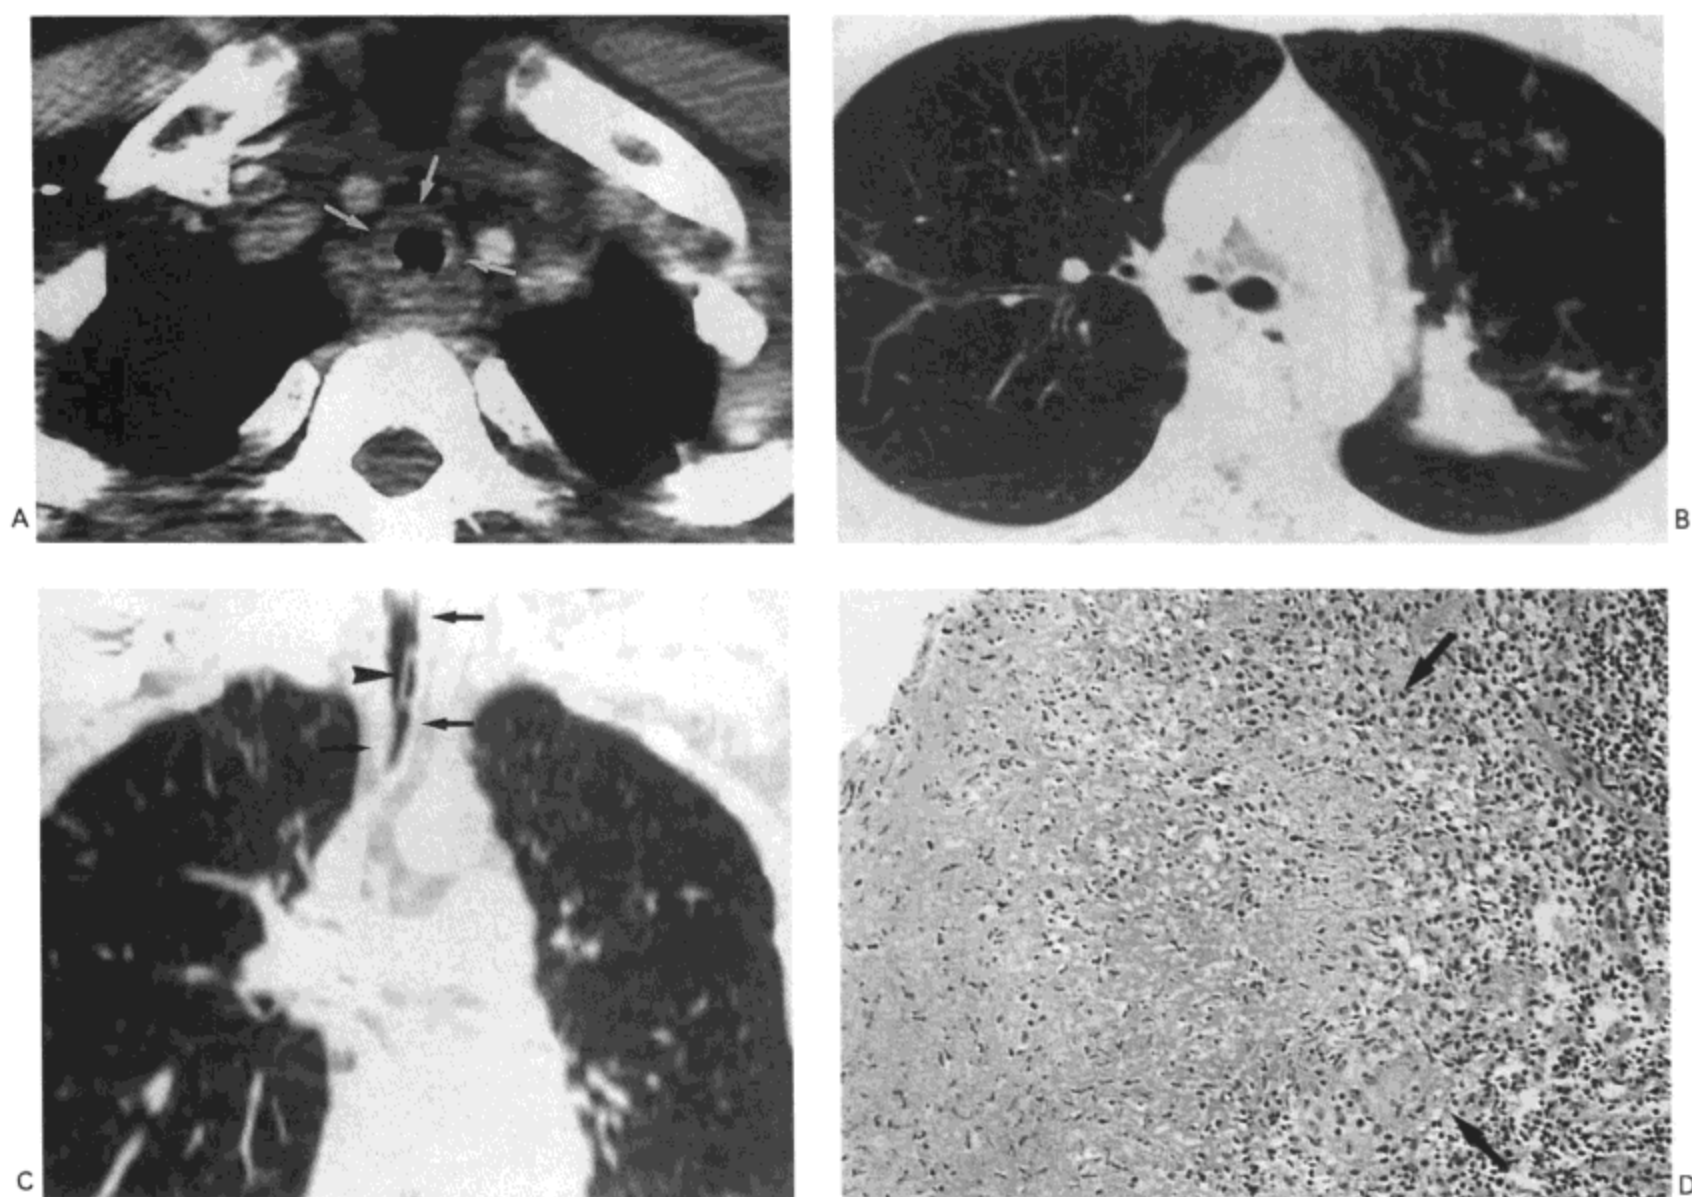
活动性气管结核。A: 胸廓入口水平增强 CT 影像 (3mm 层厚) 示气管壁环形增厚 (箭号)。B: 奇静脉弓水平影像示右主支气管显著狭窄以及双肺上叶肺实质内的结核病灶。C: 螺旋 CT 数据冠状重组像示整个气管明显狭窄, 伴气管壁增厚 (箭号)。管腔内的假膜 (箭头) 表现明显。双上肺也可见到符合结核的病灶。D: 气管活检标本的光镜显微照像示坏死组织, 周围由上皮样组织细胞形成边界 (箭号) (坏死性肉芽肿性炎)。上皮已被破坏, 造成腔内的渗出 (未显示), 相应于 CT 扫描的假膜。(× 100。)病人女, 33 岁。
